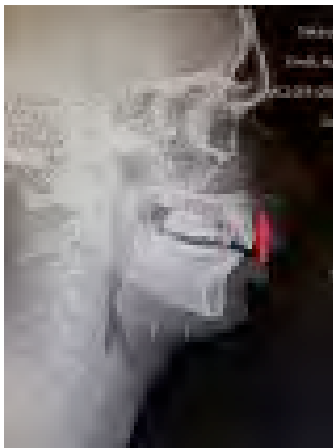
Fracture of the anterior nasal spine at lateral nasal spot radiography imaging.
